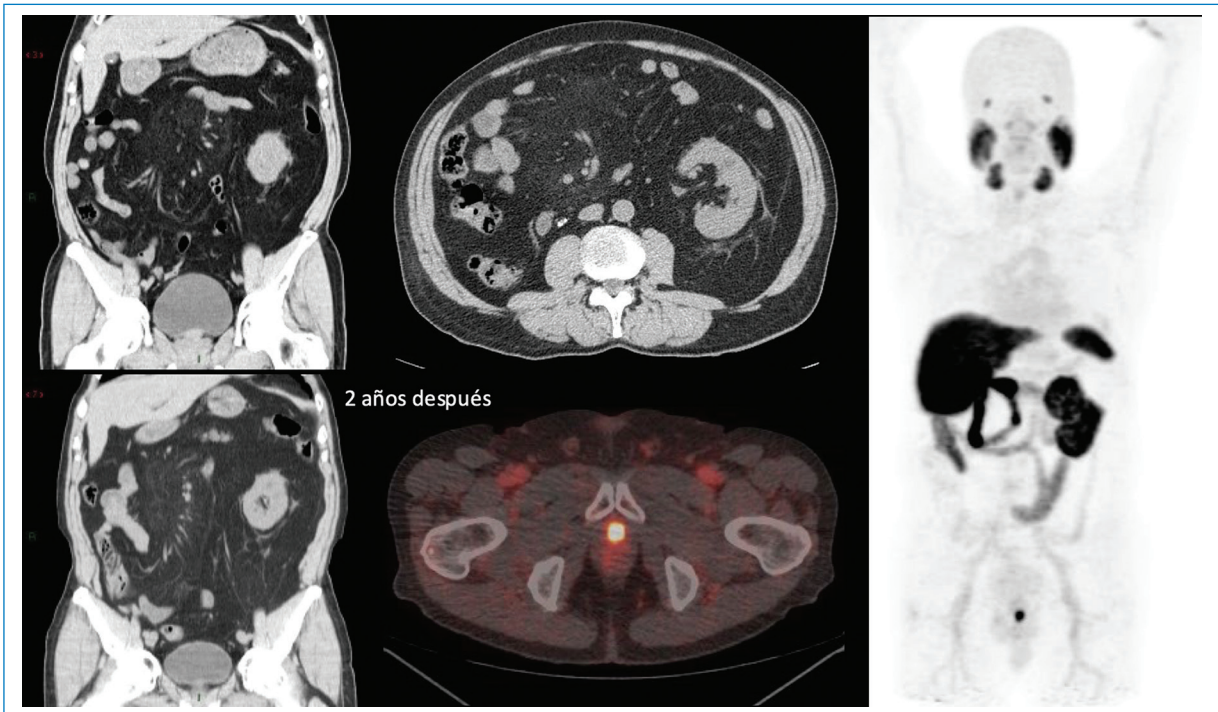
Hombre de 75 años con paniculitis mesentérica, sin signos de neoplasia en la tomografía computarizada (fotos superiores). Dos años después el paciente persiste con paniculitis mesentérica, aunque desarrolla un carcinoma de próstata, visible en PET/CT F18-PSMA (antígeno de membrana específico de la próstata), (fotos inferiores y lateral derecha).
